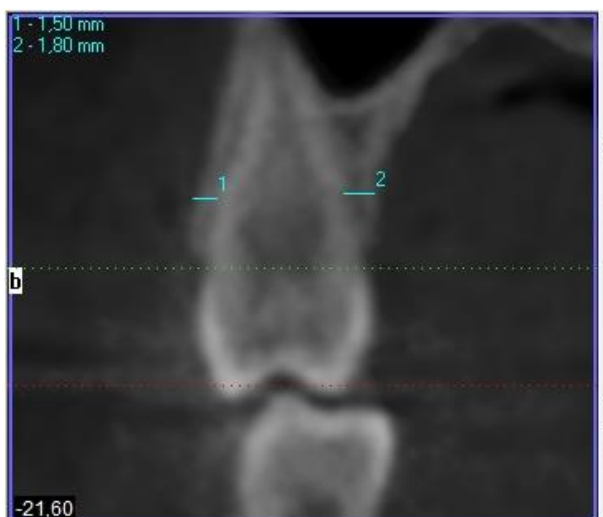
Компьютерная томограмма в области первого премоляра верхней челюсти (1 – вестибулярная стенка альвеолы, 2 – оральная стенка альвеолы)
